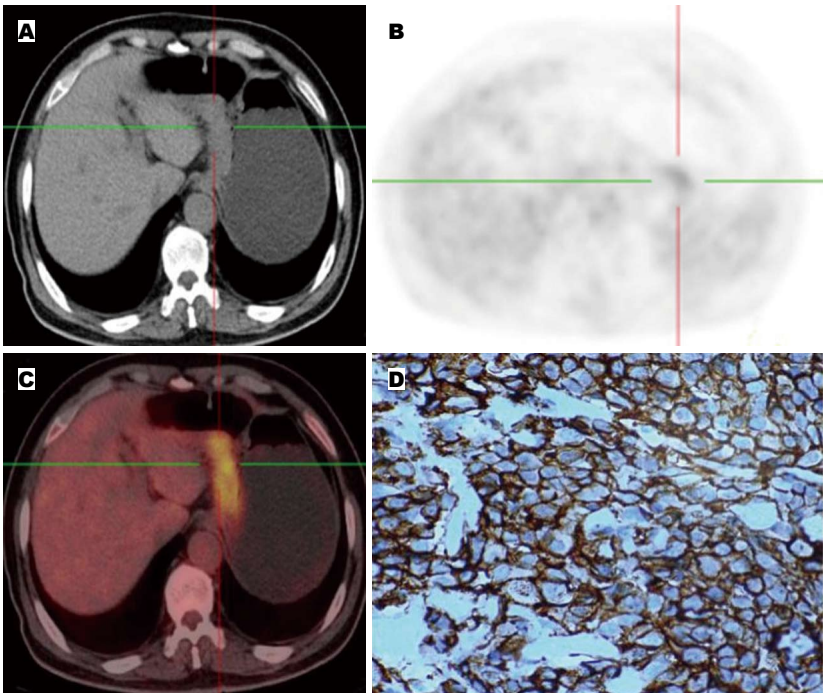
患者, 男, 77岁, 胃小弯处低分化腺癌. A: 断层CT成像; B: PET断层成像; C: PET/CT融合成像. 胃充盈可, 胃小弯处局部胃壁增厚, 胃小弯侧胃壁放射性分布浓聚, SUV_{max}约9.1, 最厚处约3.2 cm, CT值约为37 HU; D: 免疫组织化学(×400 HP)HER2(3+). PET: 正电子发射断层扫描; SUV_{max}: 最大标准摄取值.
